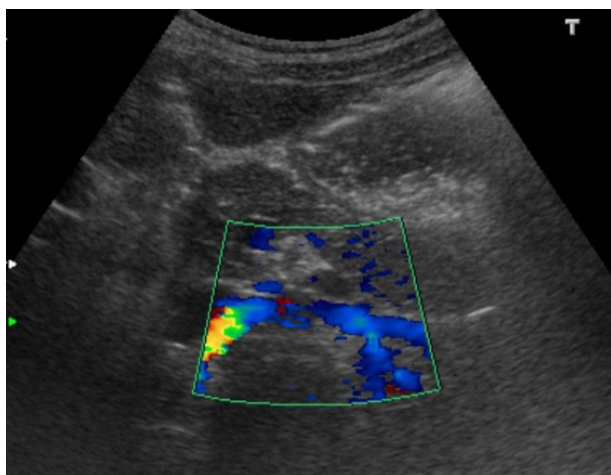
Eco-Doppler. Corte transversal retroperitoneal. Documentação com Doppler a cor da veia renal esquerda (fig.4) e respectivo traçado venoso no Doppler pulsado (fig.5)
